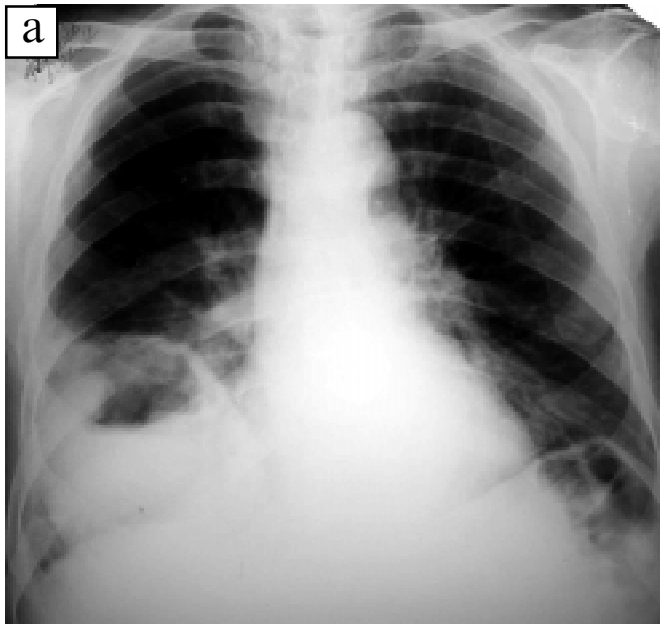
Рентгенограма органів грудної порожнини. У нижній частці правої легені визначається фокусна тінь великих розмірів з нечіткими внутрішніми стінками неоднорідної структури внаслідок порожнини, з наявністю рівня рідини
